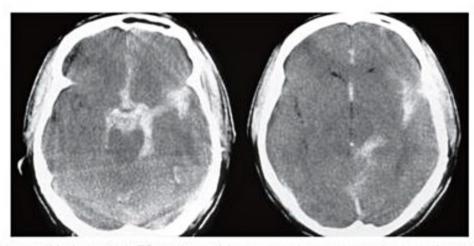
Hemorragia subaracnoide. Imagens de TC no plano axial sem o uso do contraste endovenoso demonstram presença de conteúdo hiperatenuante (sangue) nas cistemas basais, fissura sylviana esquerda e na região inter-hemisférica.
